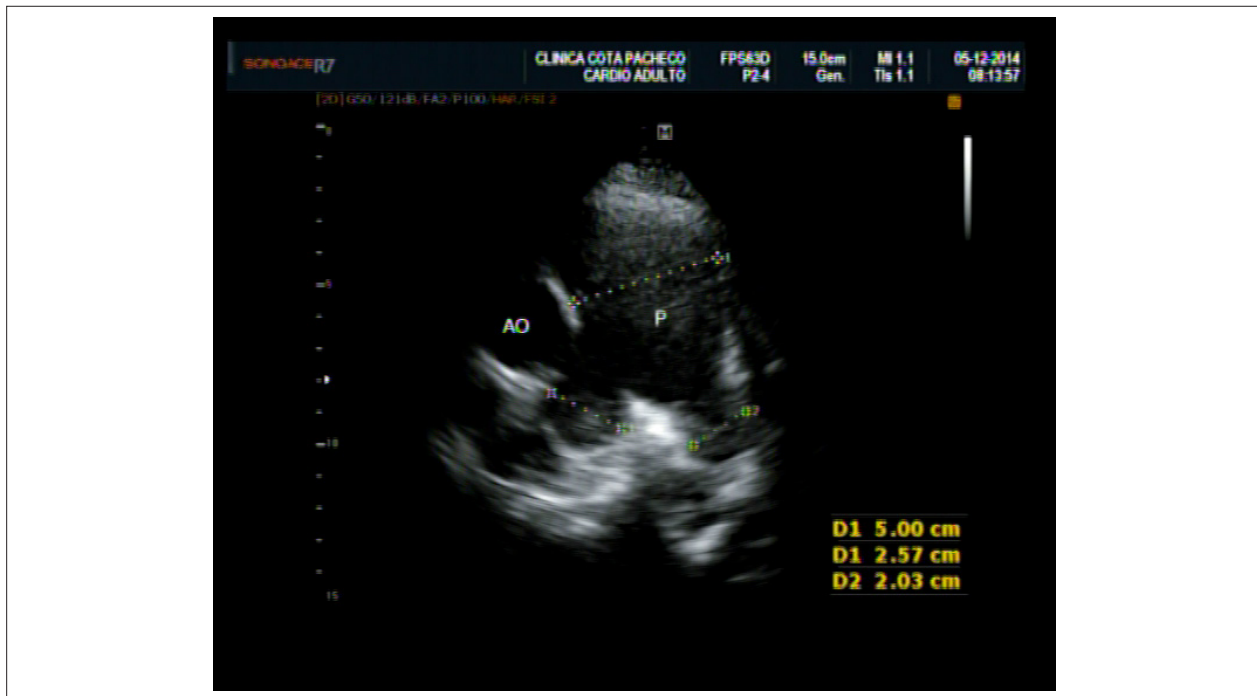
Ecocardiograma com Doppler colorido (corte transversal em base) mostrando importante dilatação do tronco da artéria pulmonar e de segmentos proximais de seu ramos. Ao (Aorta); P (Pulmonar); Diâmetro do tronco da artéria pulmonar (D1 5,0 cm); Diâmetro do ramo esquerdo da artéria pulmonar (D1 2,57 cm); Diâmetro do ramo direito da artéria pulmonar (D2 2,0 cm).
